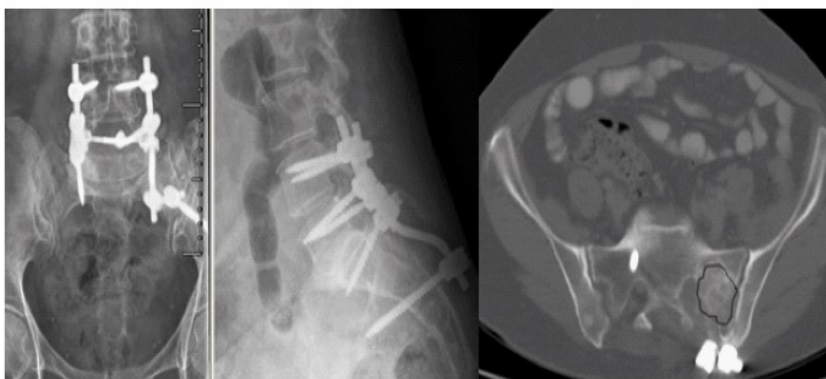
Rx y TAC lumbo-pélvico. Correcta colocación de implantes sin signos de aflojamiento. Integración de injerto de hueso en defecto sacro (línea negra). Sin recidiva de enfermedad.
